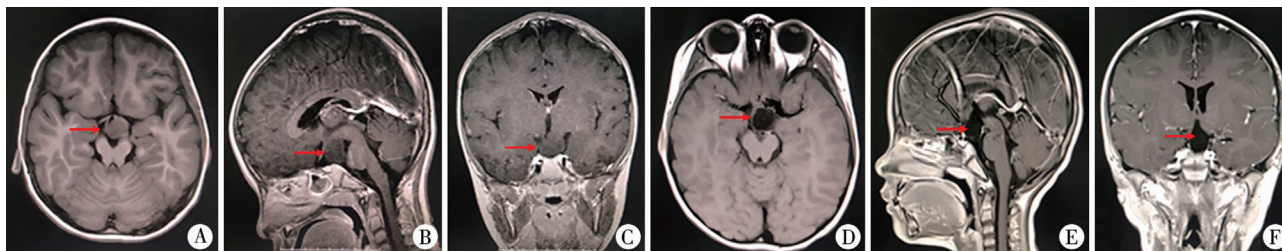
儿童下丘脑错构瘤患者手术前后 MRI 扫描图片对比 注 A-C 为术前图片,肿瘤位于下丘脑下方,瘤蒂宽大(箭头指示处);D-F 为术后图片,肿瘤全部切除(箭头指示处)
